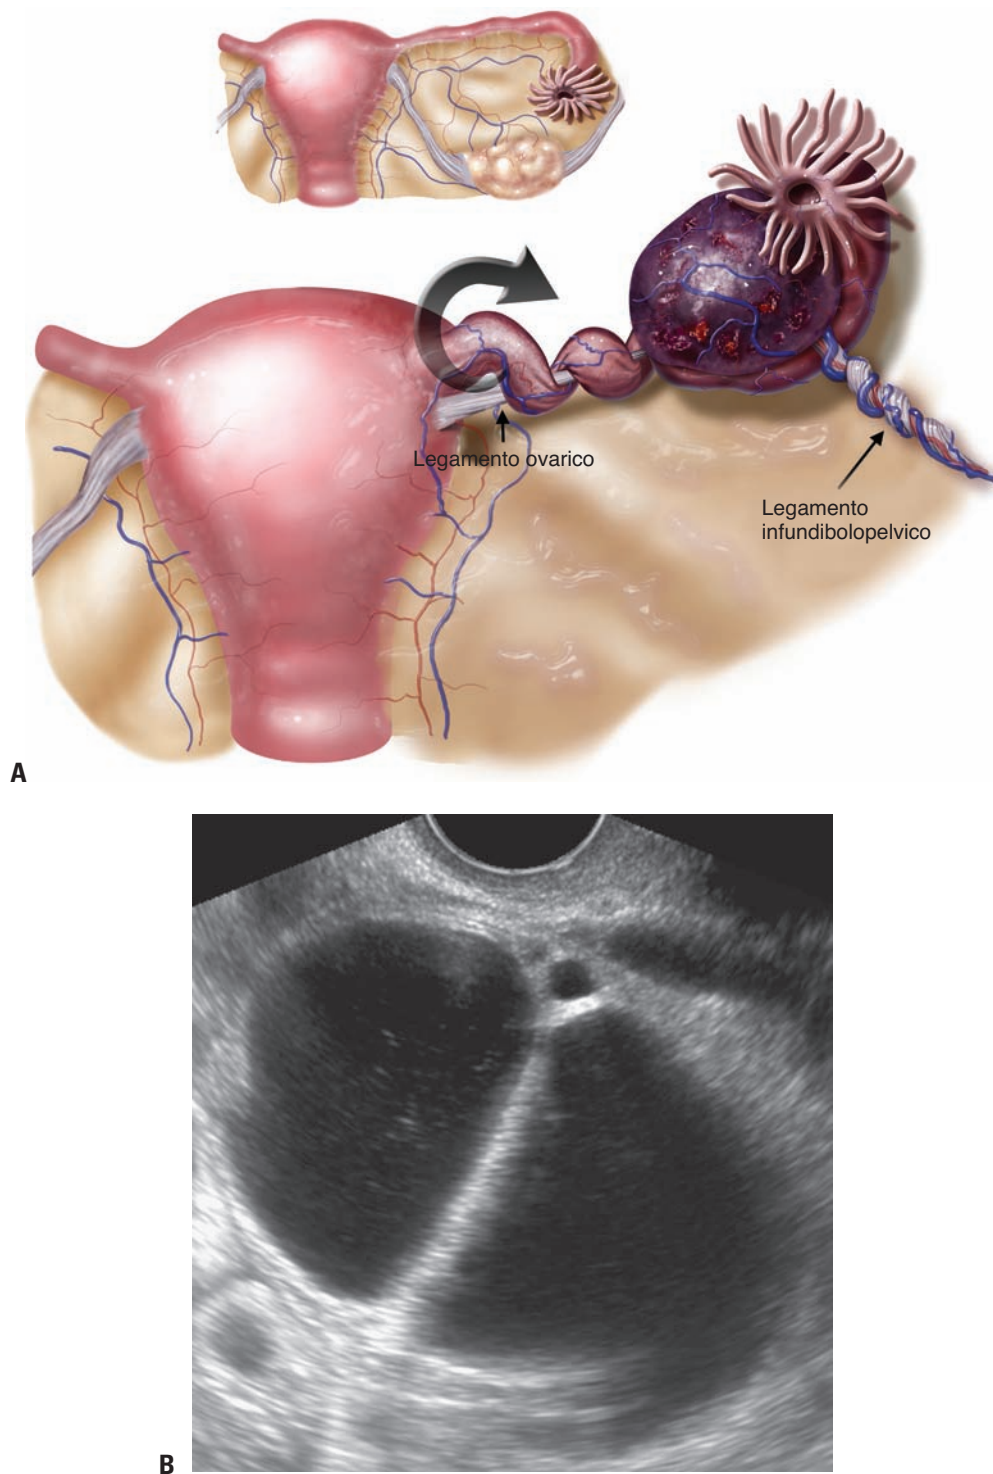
Immagini ecografiche di una torsione annessiale. A. Il disegno mostra la torsione annessiale. La torsione ovarica porta all'arrotolamento dei legamenti sospensori e dei peduncoli vascolari, comportando occlusione venosa e congestione. B. Cisti benigna torta. All'ecografia, l'unico elemento che suggerisce la torsione è la tumefazione delle pareti cistiche. (Illustrazione di James A. Cooper, MD, San Diego, CA.)
